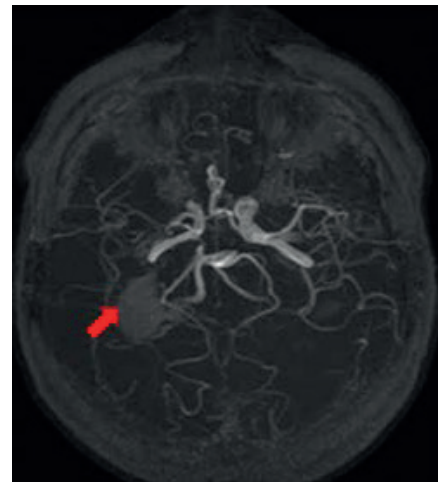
MRI, using the flow-sensitive 3D-TOF technique, showing intraparenchymal hemorrhage, associated with the right vascular vein (red arrow).
